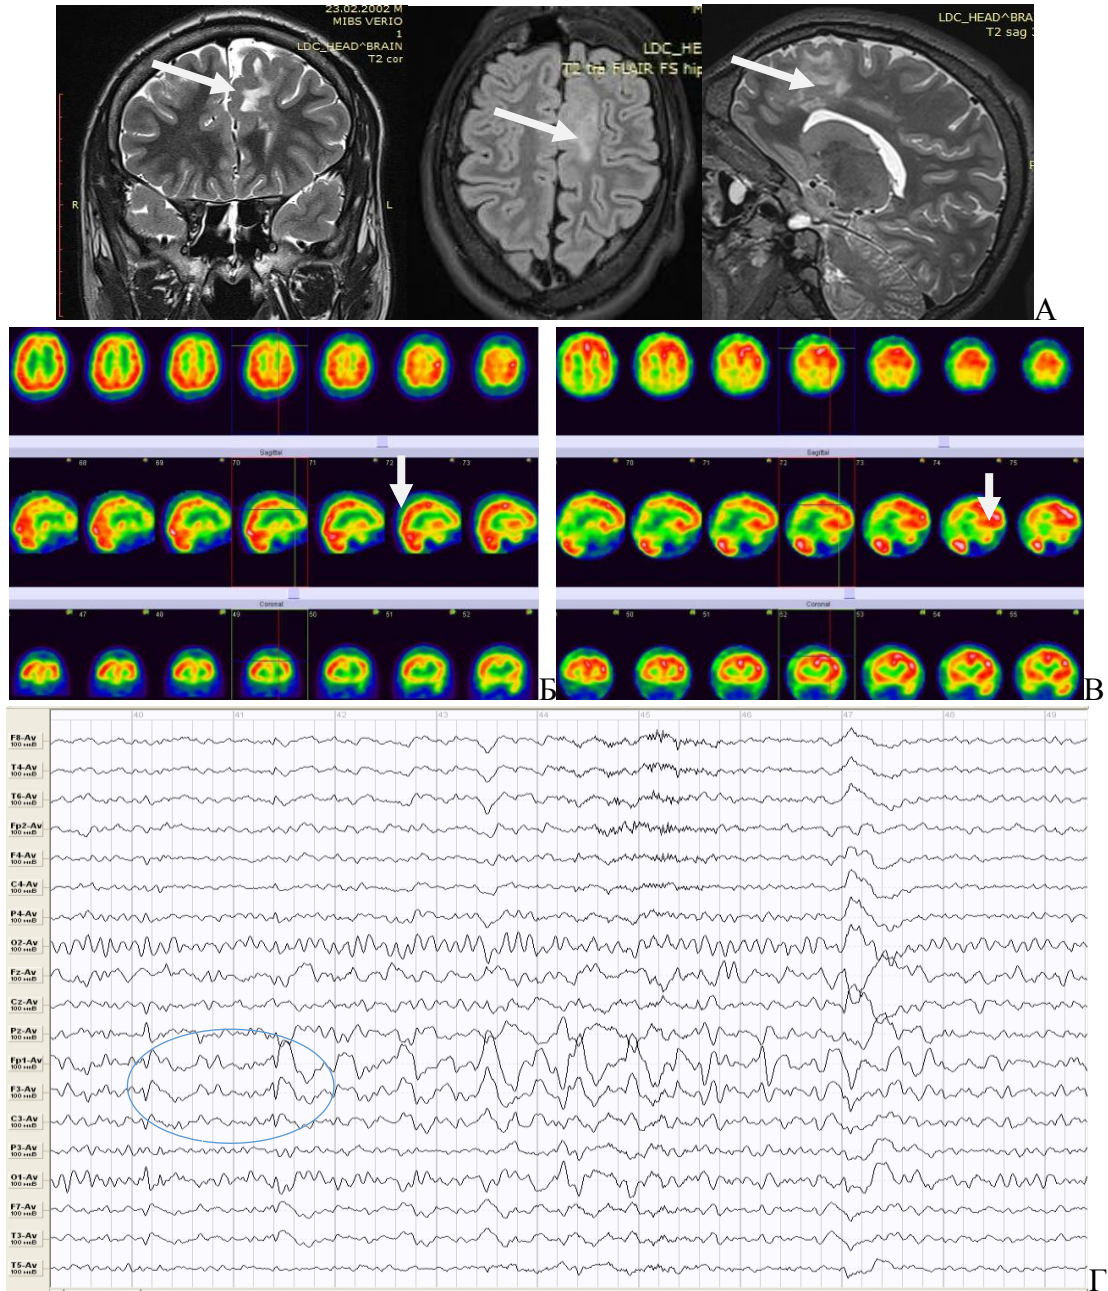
Больной 3., 16 лет. Ист. б. №853-13. МРТ (А) 3 Пл. T2, Flair, T2. ФКД левой лобной доли. ОФЭКТ в интериктальном периоде (Б) определяет гипометаболизм. В иктальном периоде (В) увеличение захвата РФП в левой лобной доле. На ЭЭГ (Г) в иктальном периоде имеет место патологическая активность в левой лобной доле, тогда как в интериктальном периоде отмечалось распространенное изменение.
